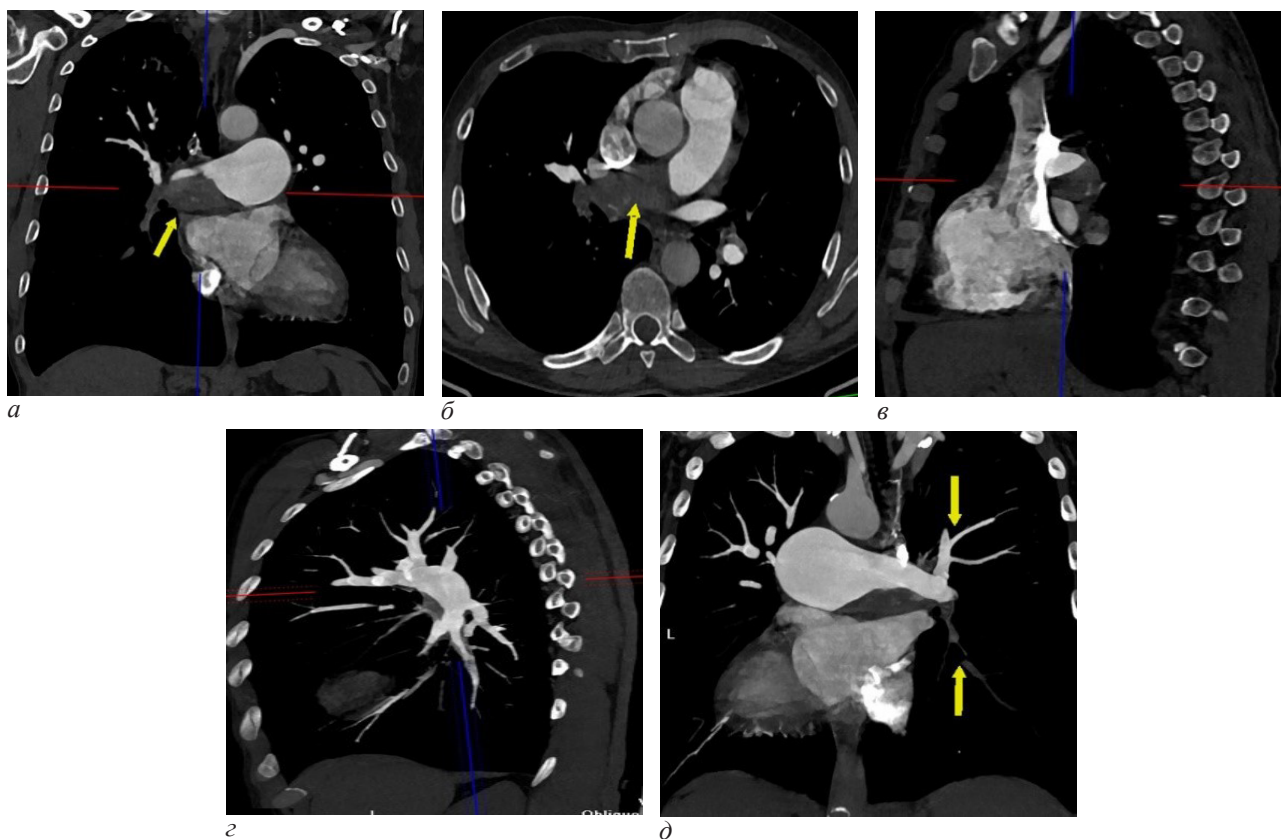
Фрагменты МСКТ-ангиопульмонографии в проекциях МIP-реконструкции: фронтальной (а, д), аксиальной (б), сагиттальной (в, г). Примечание: определяются окклюзирующие тромботические массы на уровне правой ветви легочной артерии (а–в); стенозирующие тромботические дефекты левой главной ветви и левой нижнедолевой ветви легочной артерии (г, д).
